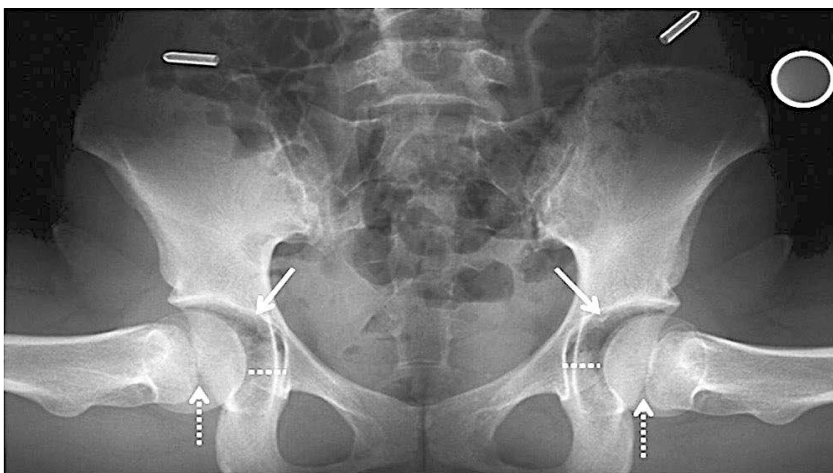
Прямой шпагат (*grand écart facial*), бедра находятся во внешней ротации. На рентгенограмме признак «вакуума» (сплошные стрелки), большевертельно-тазовый импиджмент на заднем краю вертлужной впадины (пунктирные стрелки), и латеральный подвывих головки бедренной кости (пунктирные линии). Величина латерализации головки бедренной кости 11.0 мм (слева) и 11.2 мм (справа) [14; 15].
